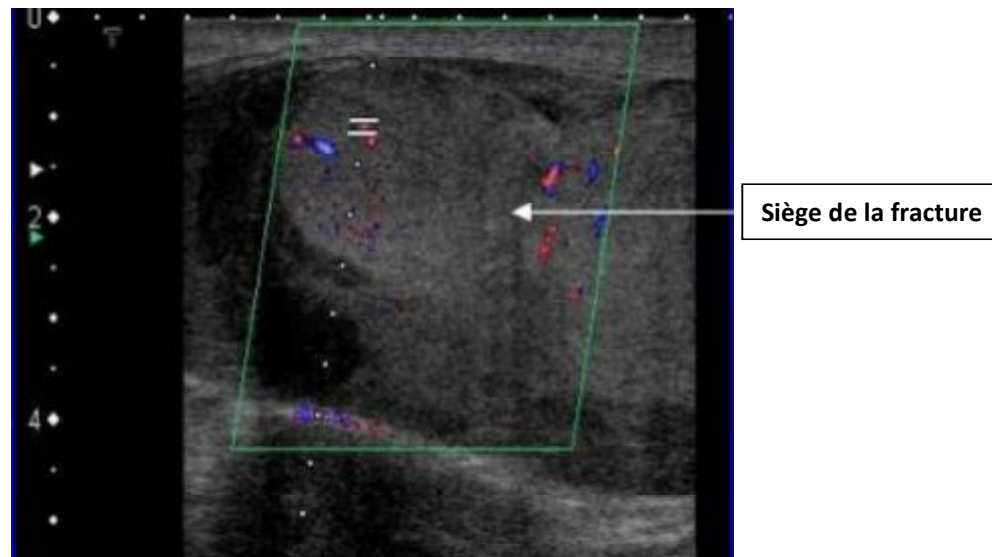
Image d'écho doppler présentant une bande hypoéchogène avasculaire qui renseigne sur une fracture testiculaire [89]
